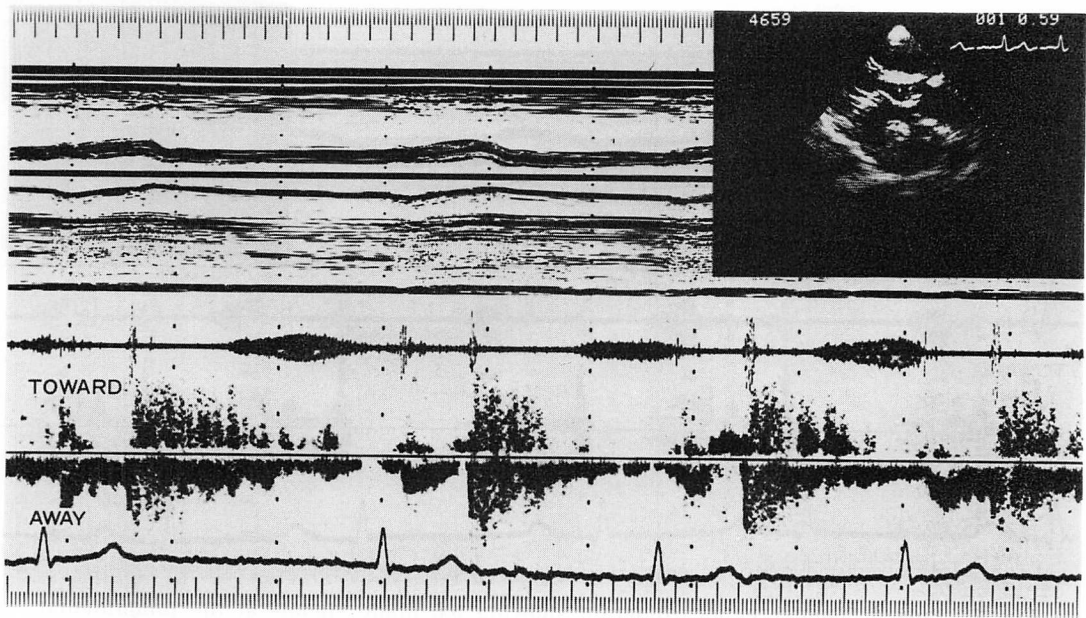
Pulsed Doppler echocardiogram showing aortic regurgitant signals after catheter procedures.
